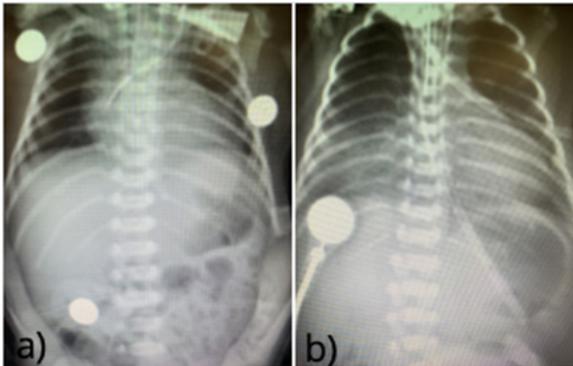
Radiografías toraco-abdominales tomadas durante la primer semana de vida a): caso 1; b): caso 2
